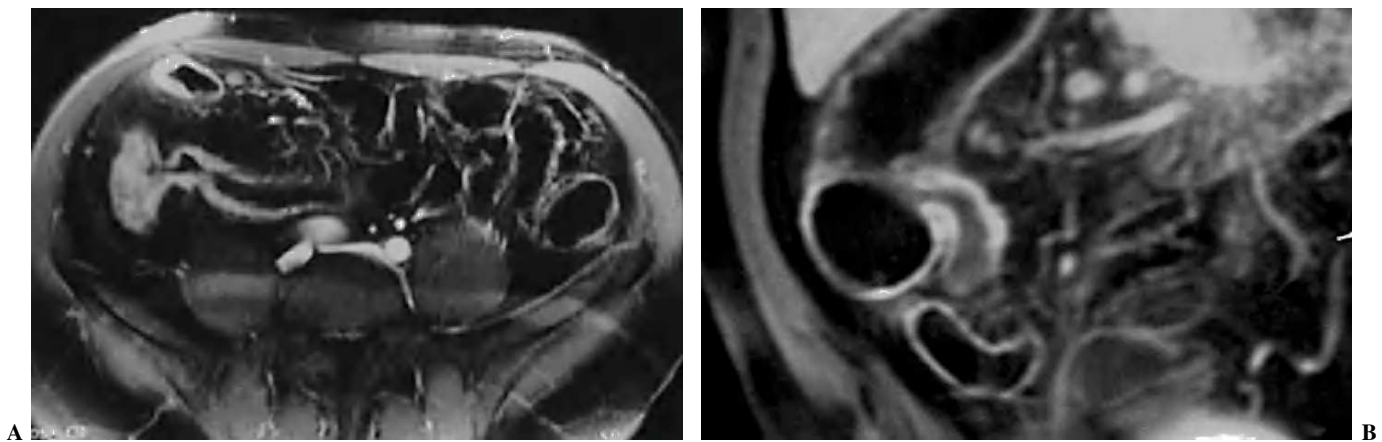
Ileocolitis granulomatosa. (A) La resonancia magnética (RM) en secuencia potenciada en T1, tras la administración de gadolinio endovenoso, en corte de orientación axial, muestra engrosamiento mural del íleon terminal y del polo cecal que se realza con contraste. (B) Correlación en el plano coronal.
